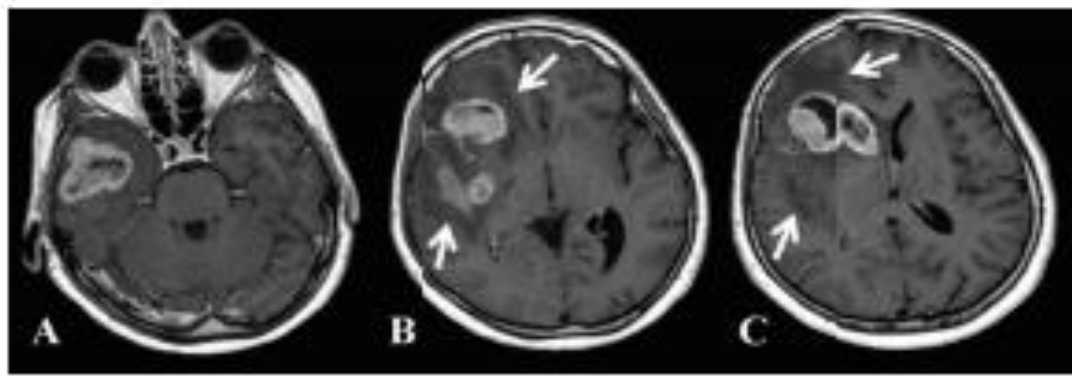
MRI contrast enhanced images of a large multi-centric mass involving the right hemisphere pole. (A) Temporal pole, (B) frontal operculum, insular lobe, posterior putamen, (C) frontal operculum, head of caudate nucleus. Note the presence of peripheral edema (arrows).
